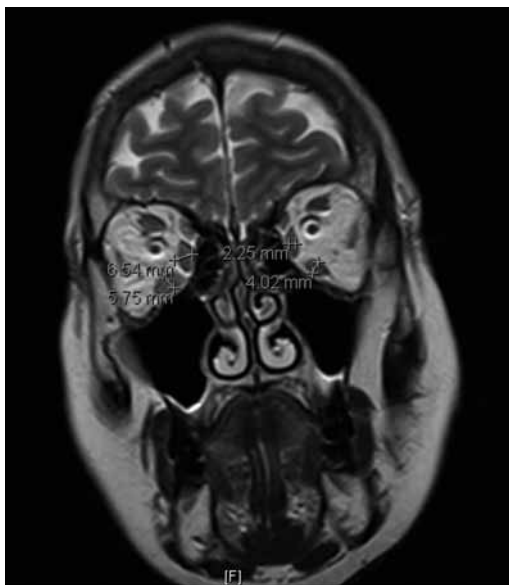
RMN craneal: observese el engrosamiento muscular unilateral del ojo derecho.
